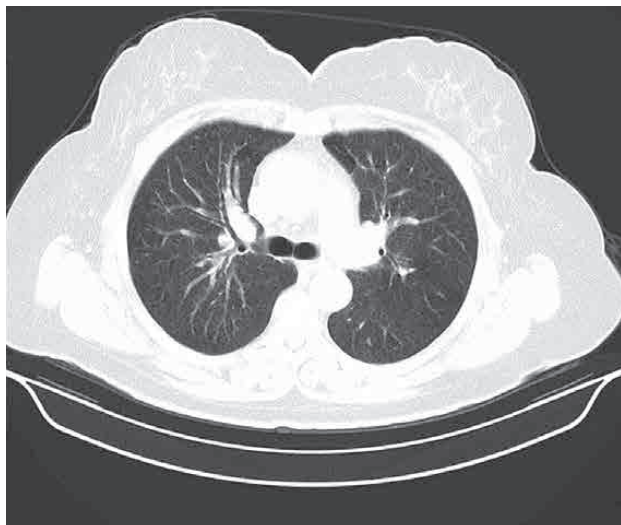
КТ органов грудной клетки той же больной, легочное окно.
